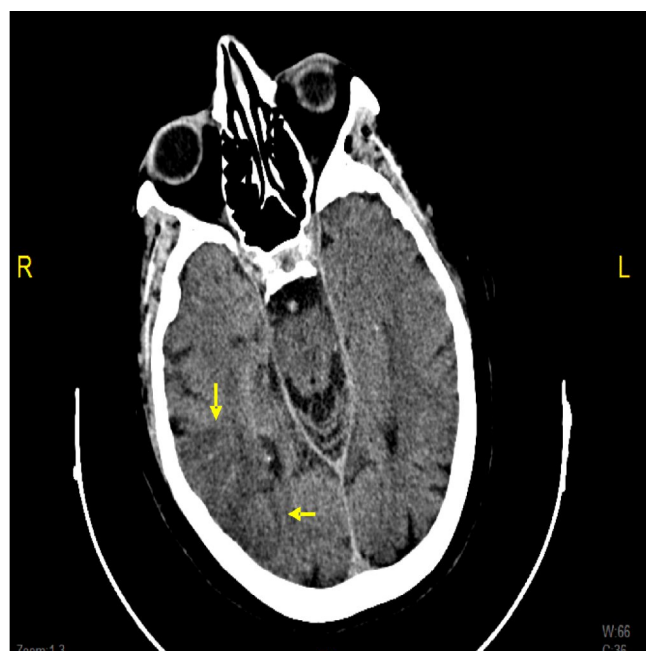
TC cranial: infart isquèmic subagut tèmporo-occipital dret
